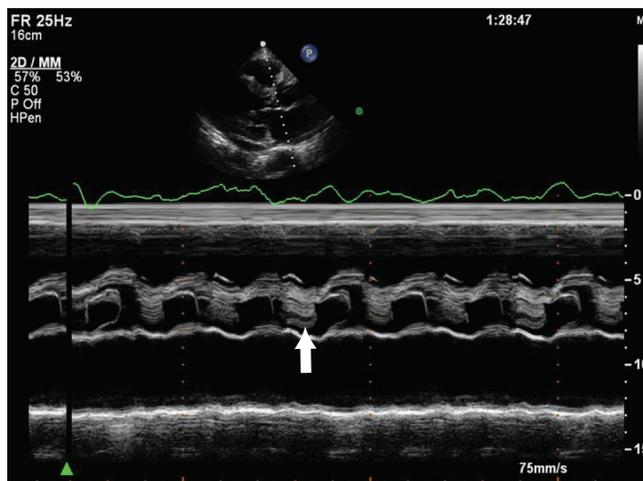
Эхокардиограмма в M-режиме при вегетации на аортальном клапане. Обратите внимание на слоистые эхо-сигналы (стрелка) в фазу диастолы у пациента с эндокардитом аортального клапана.
